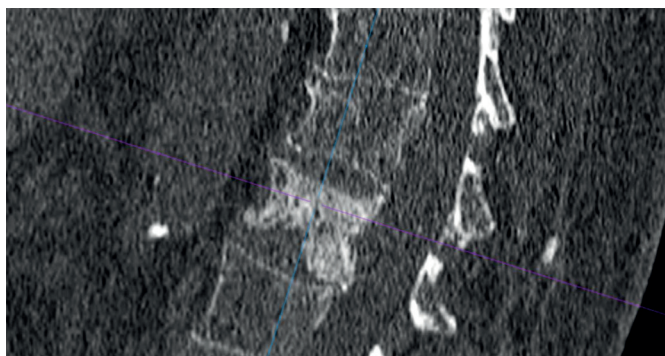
CT skenogram pacientky s metastatickým postihnutím stavcov Th12 a L1
